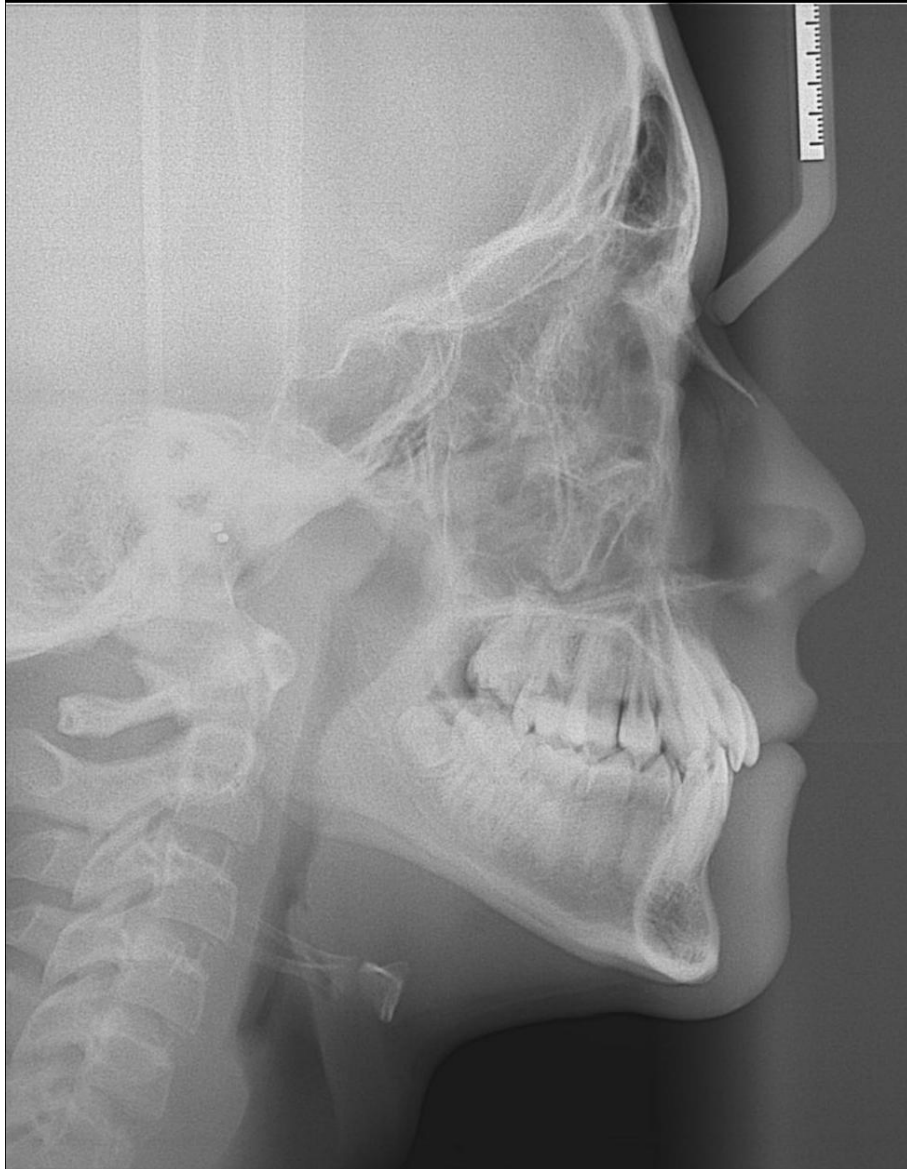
Teleradiografia em norma lateral.
